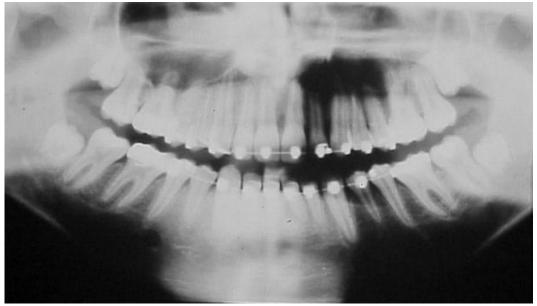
Radiografia panorâmica 24 semanas após a cirurgia, realizada na consulta de acompanhamento. Evidencia uma zona radiolúcida na região de incisivo a pré-molar esquerdo destacando a remoção completa do odontoma.
